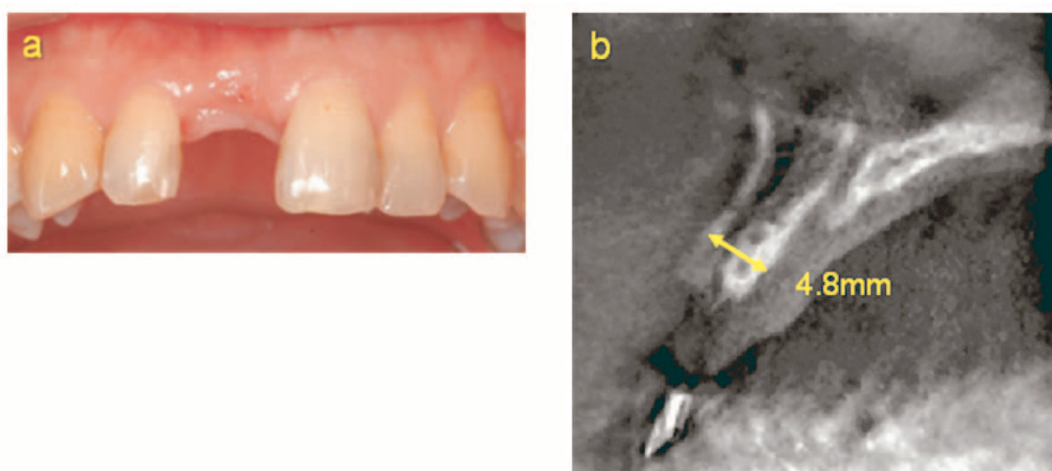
Clinical photograph taken 8 months post-combined application of GBR and CTG immediate after the tooth extraction and CBCT survey at the time of stent wearing for diagnosis (September, 2007).
